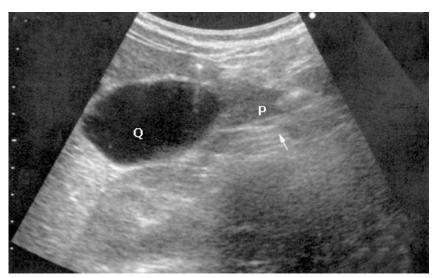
Ultrasonido abdominal en el que se observa imagen hacia el hilio hepático que contacta con el páncreas.
